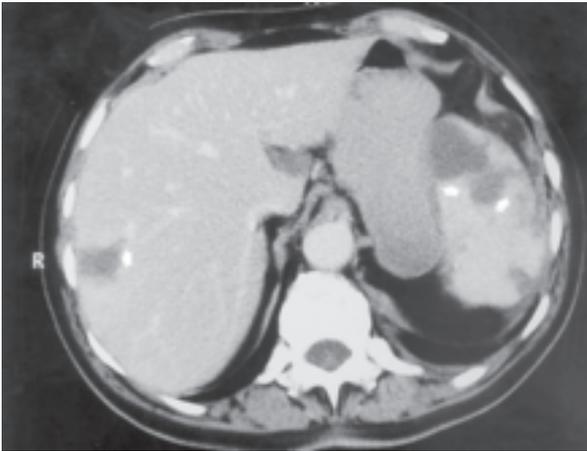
Aspergilosis diseminada.* En la TAC abdominal se aprecian en hígado y en bazo, imágenes hipodensas, algunas triangulares, que corresponden a infartos isquémicos.
